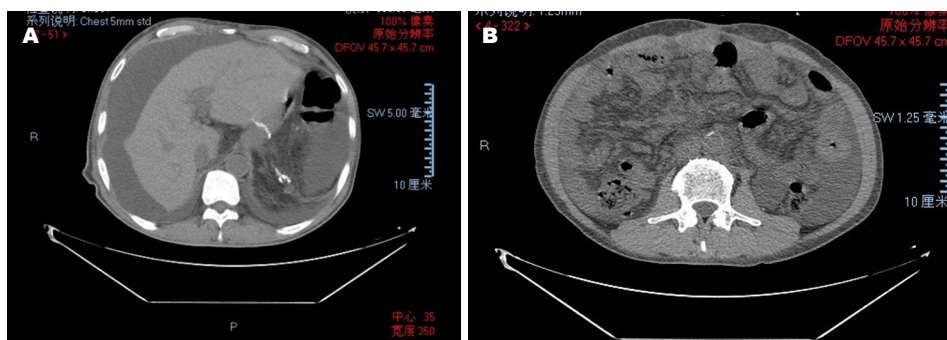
胸、腹、盆腔CT平扫诊断肝硬化。A: 肝硬化, 腹、盆腔大量积液; B: 网膜浑浊, 考虑腹膜炎。
